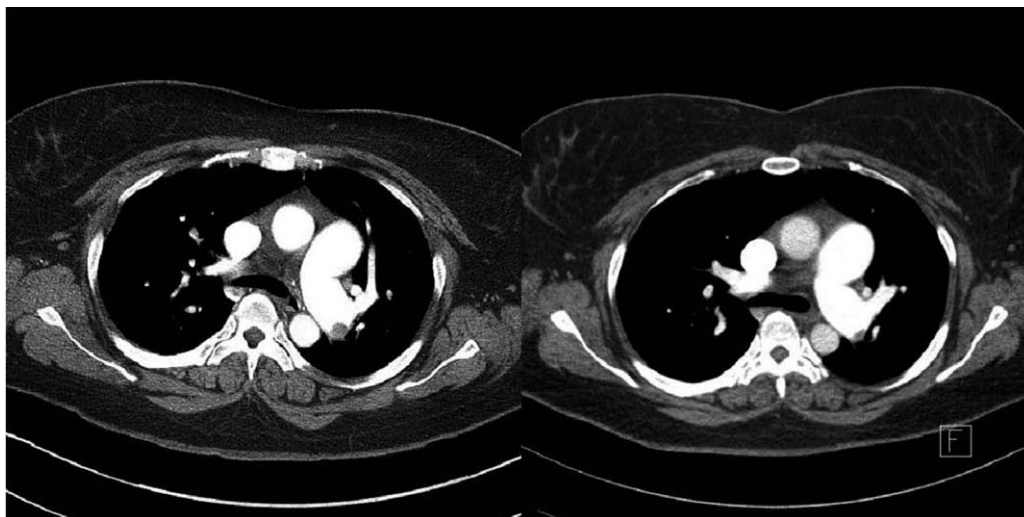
Chest computed tomography of case 1. Chest computed tomography showed low density filling defect in left main pulmonary artery on admission day (left). And the filling defect was diminished after conservative therapy on 13 hospital day (right).
